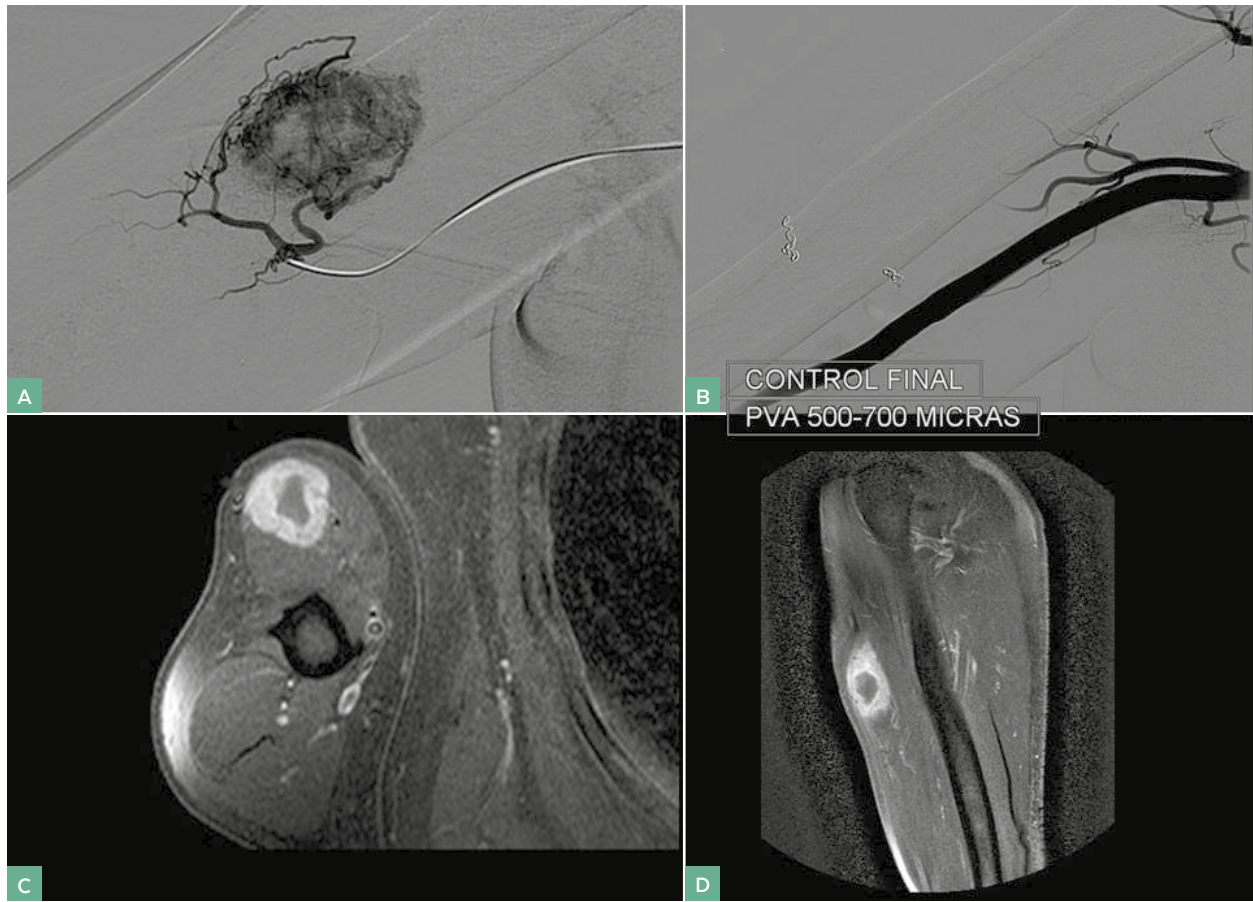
A. Arteriografía selectiva de arteria humeral mostrando lesión hipervascolar intramuscular con dos pedículos vasculares dependientes de la arteria. B. Arteriografía después de la embolización. Se aprecian los *coils* metálicos. Imágenes de RM de control a los dos meses tras la embolización. C-D. Secuencia T1 SPIR con gadolinio corte axial y corte coronal
